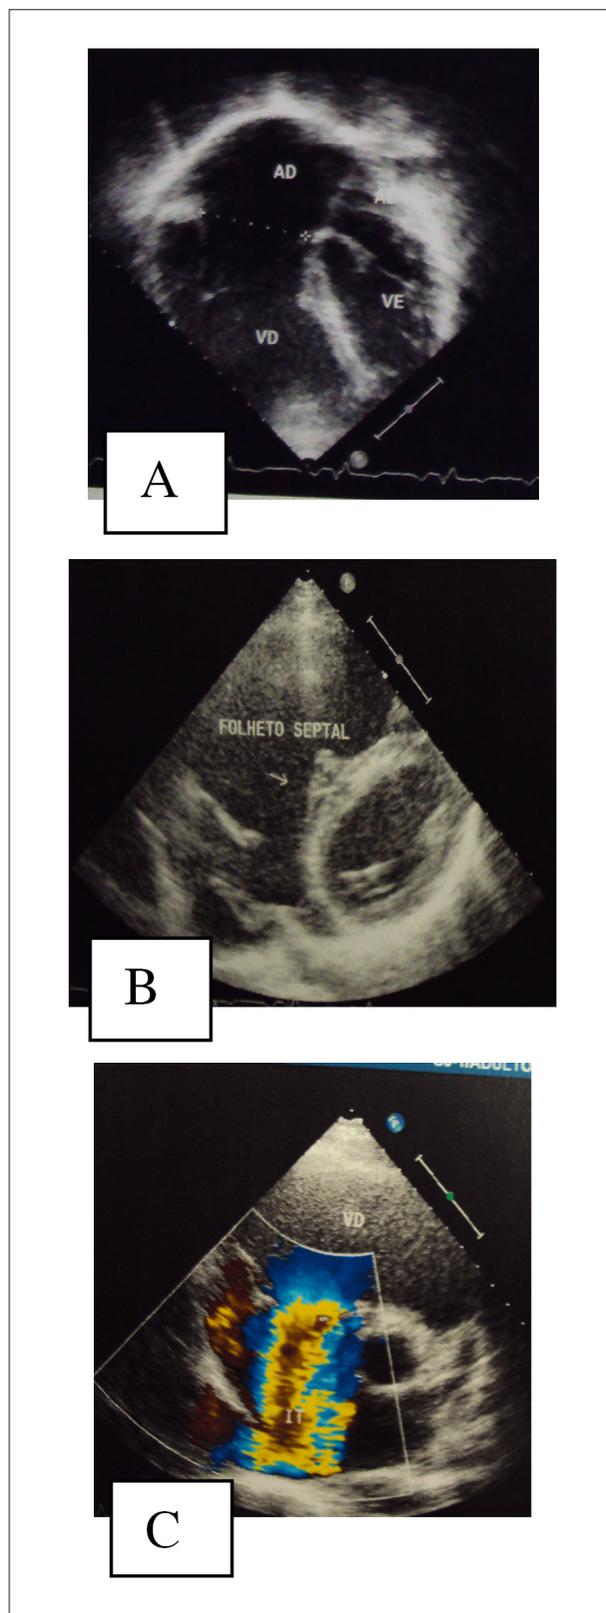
Ecocardiograma muestra el aumento acentuado de las cavidades derechas en corte apical de 4 cámaras, en A, la válvula septal de la tricúspide poco móvil y "adherida" al septo ventricular y sin coaptación con las otras válvulas en corte paraesternal en eje corto en B, permitiendo la acentuada insuficiencia tricúspide en C.
